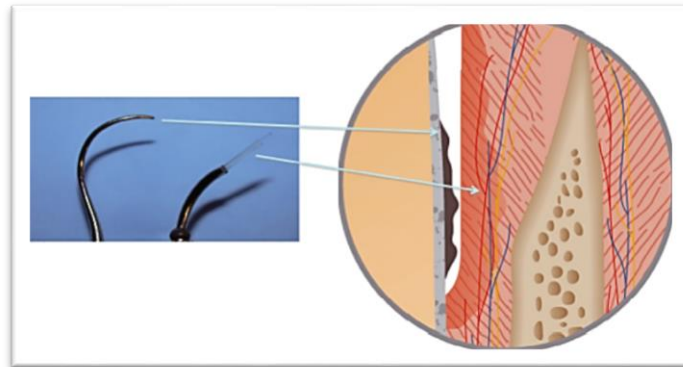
Le micro-insert ultrasonique débride la surface radiculaire. L'insert laser traite la paroi molle de la poche.[55]
